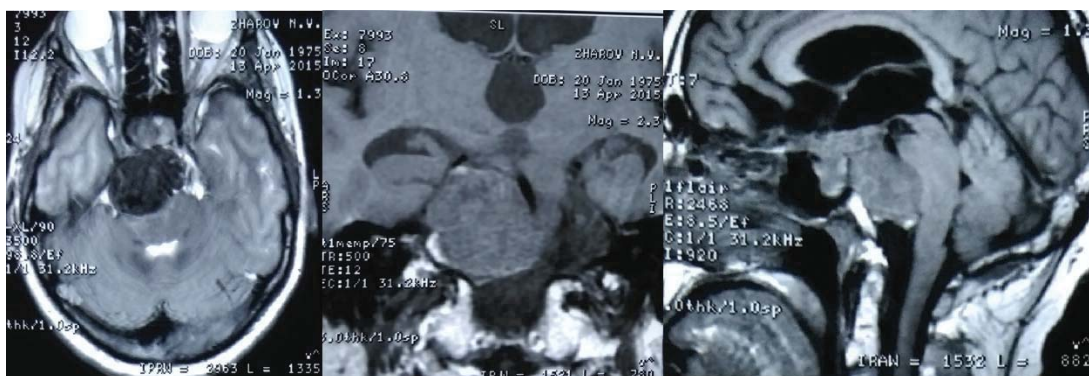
МРТ снимки до операции в период кровоизлияния в опухоль
